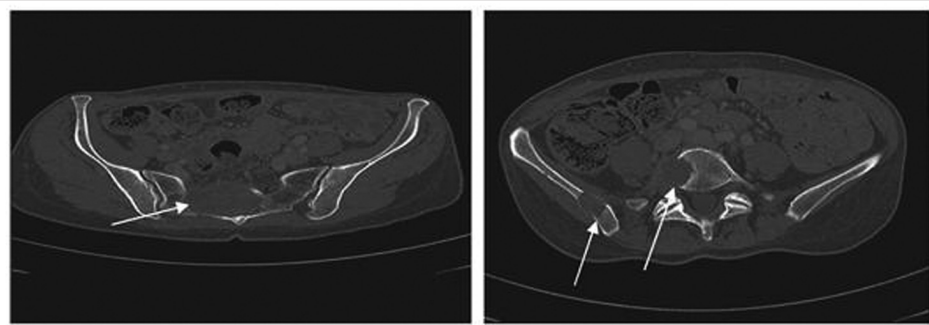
Клинический случай 1. КТ-грамма за январь 2007 г., демонстрирующая прогрессирование заболевания перед началом таргетной терапии
